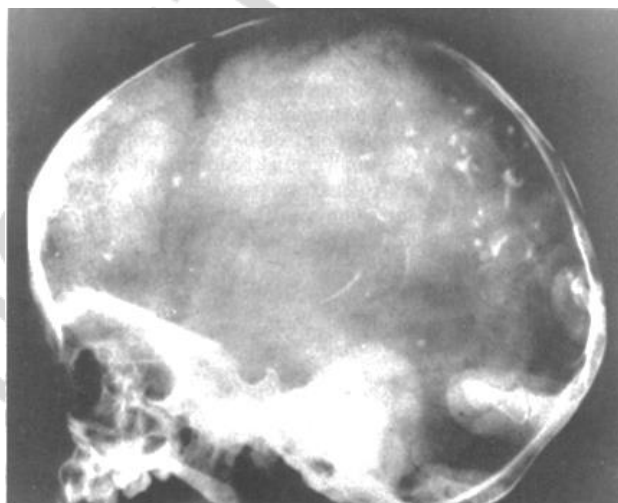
Кальцинаты головного мозга на рентгенограмме черепа
